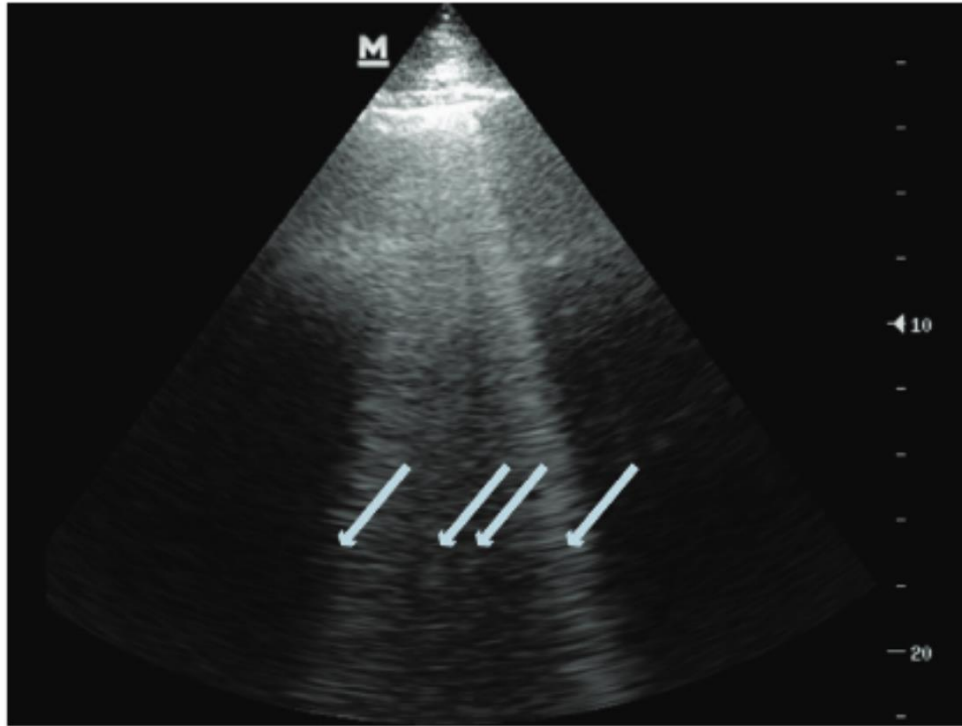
Acil servise dispne ile başvuran hastada ilk yaklaşım ve kardiyopulmoner USG
